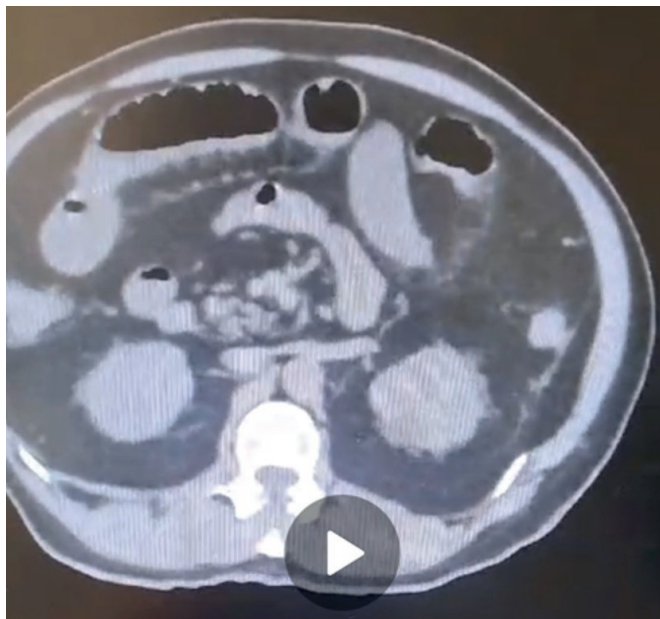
TAC de abdomen que muestra niveles hidroaéreos
